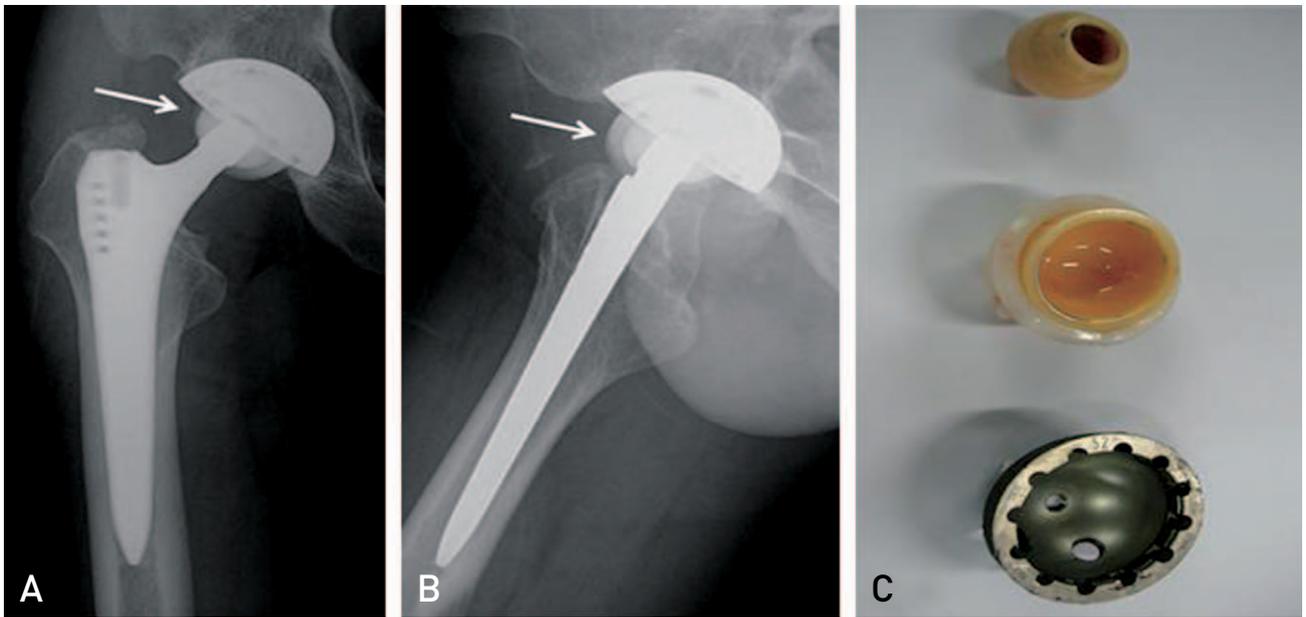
(A) Anteroposterior radiograph shows a dissociated ceramic liner from polyethylene (arrow). (B) Lateral radiograph shows a dissociated ceramic liner from polyethylene (arrow). (C) Photographs showing a dissociated ceramic liner. Ceramic liner was not broken.
